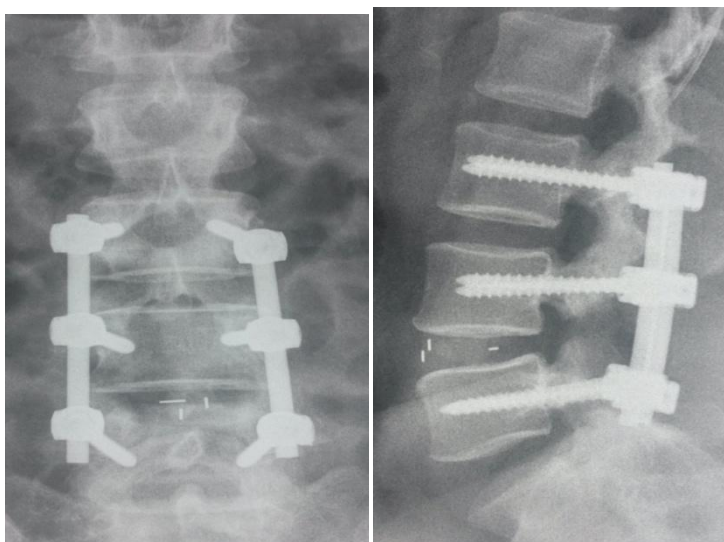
Рентгенограммы пациентки Г., 48лет, после операции – установлен кейдж и транспедикулярная фиксации 6 винтами. Листез устранен
